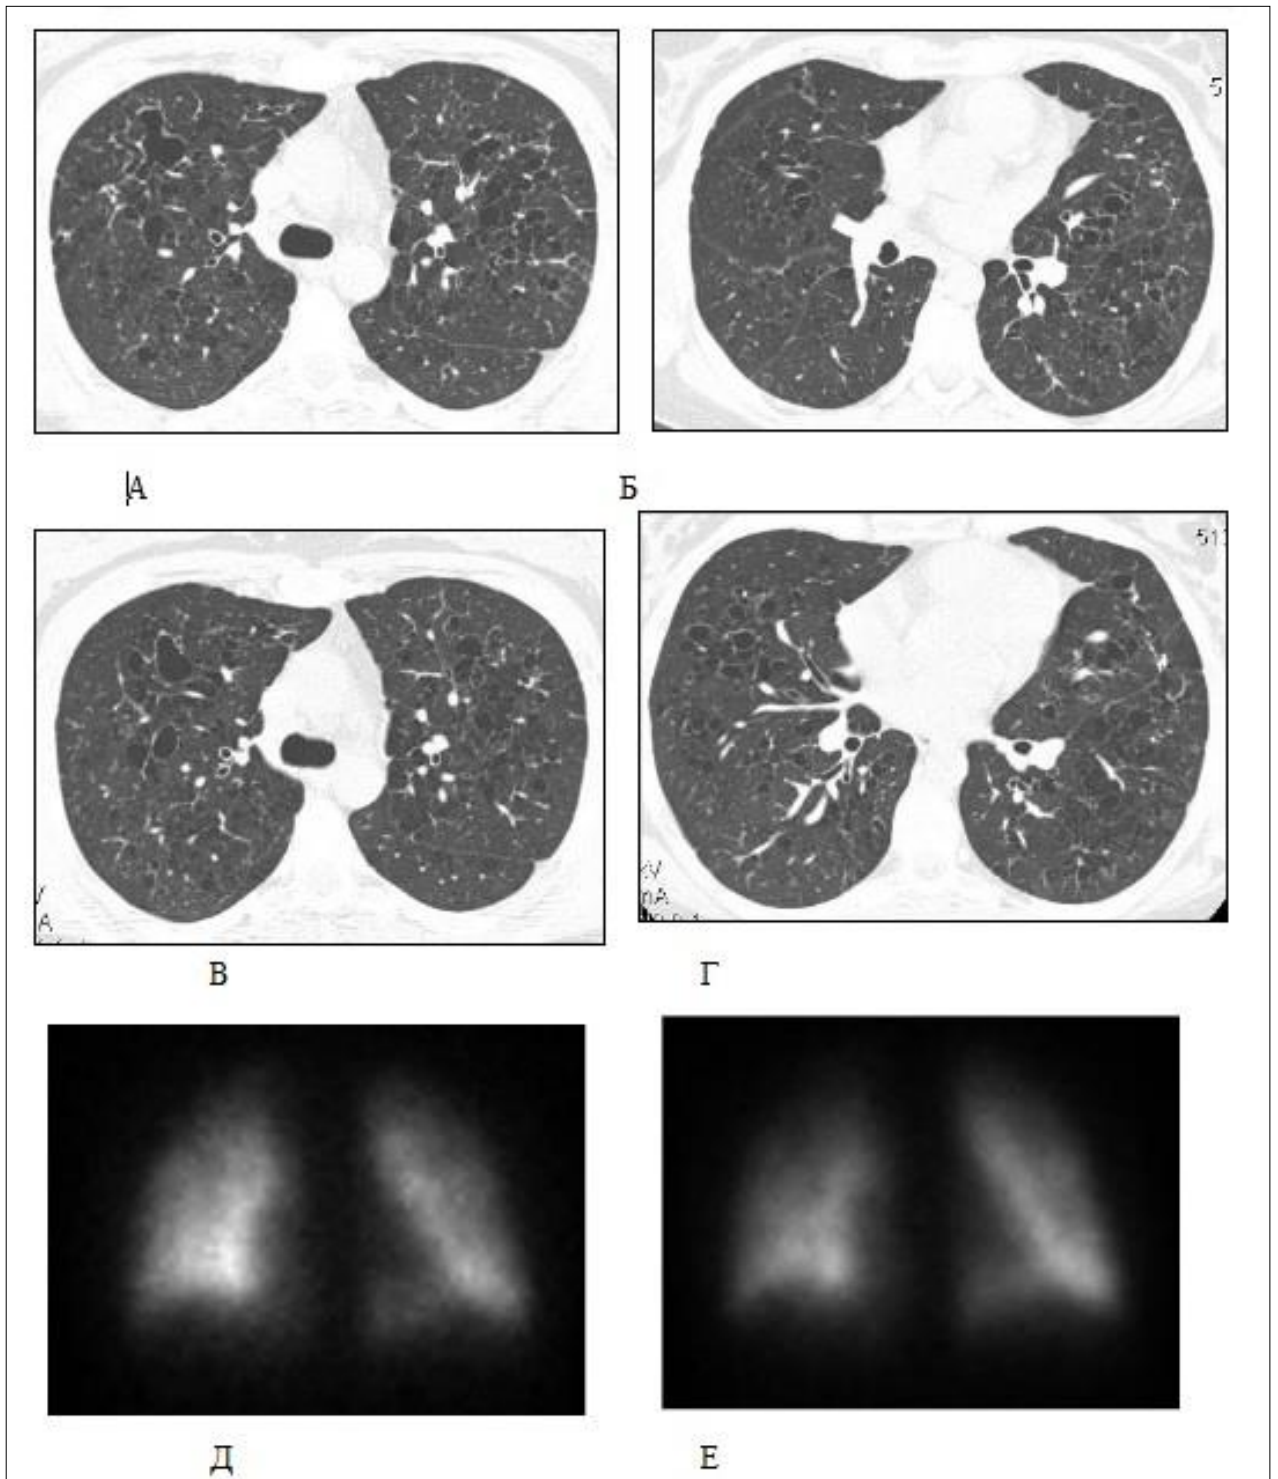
Больная Л., 1983 года рождения. Компьютерные томограммы в 2011 (а, б) и в 2013 (в, г) годах и сцинтиграммы в 2011 (д) и в 2013 (е) годах. Стабильное течение гистиоцитоза, отсутствие прогрессирующей трансформации легочной ткани и микроциркуляторных дисфункций
